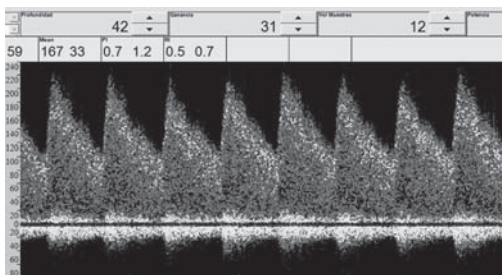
Doppler transcraneal en arteria cerebral media izquierda con velocidad media (VM) elevada: 167 cm/seg (VM normal para su edad: 97 ± 10 cm/seg).
